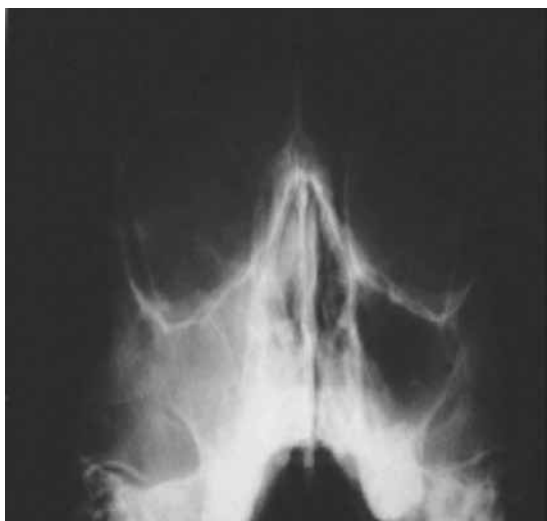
Radiografía de Waters.
